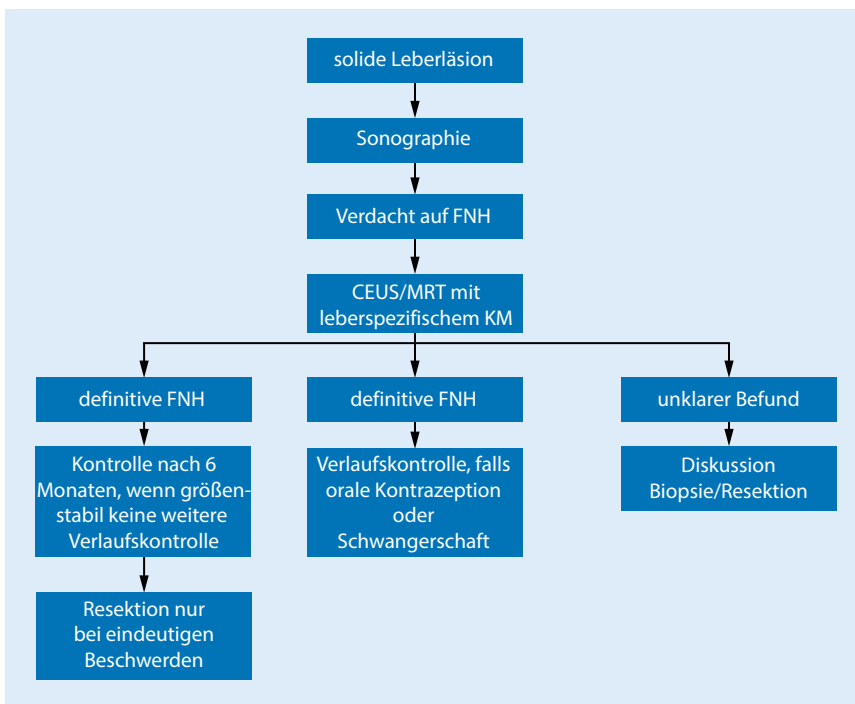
▲ Vorgehen bei Verdacht auf das Vorliegen einer fokalen nodulären Hyperplasie (FNH). *CEUS* kontrastmittelverstärkter Ultraschall, *MRT* Magnetresonanztomographie, *KM* Kontrastmittel. (Adaptiert nach [31])
